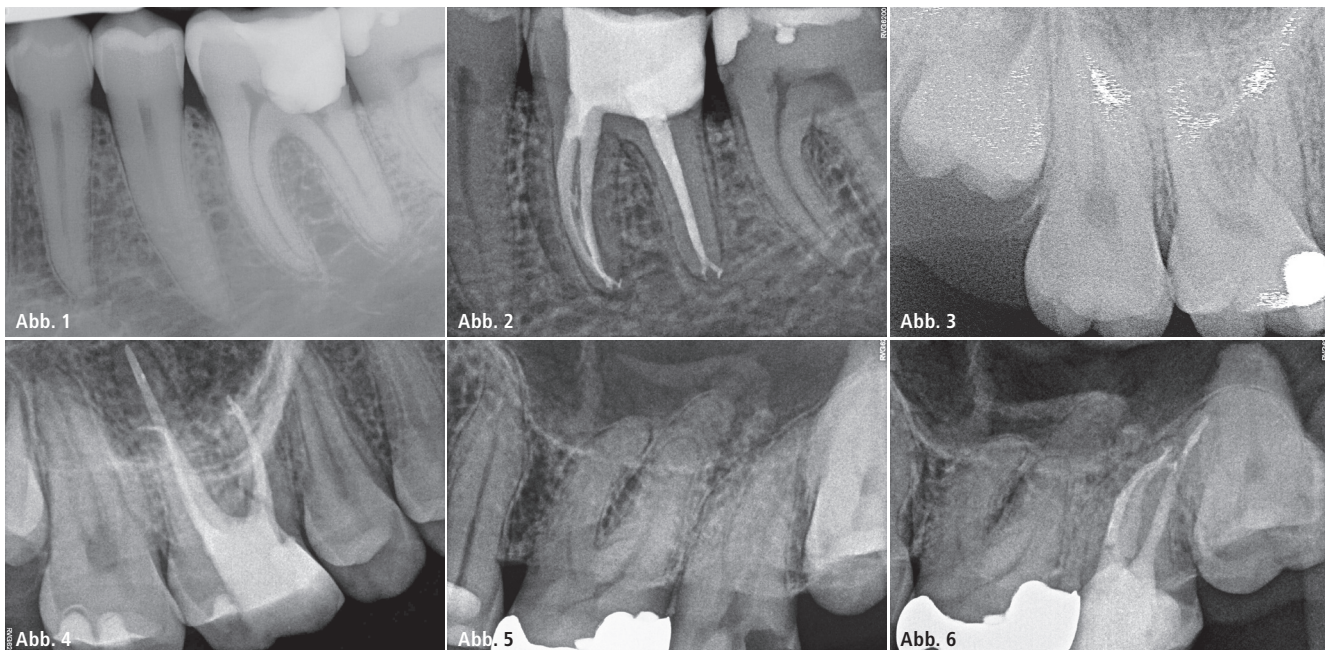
Alio loco angefertigte präoperative Röntgenaufnahme Zahn 36. – Abb. 2: Die Röntgenkontrollaufnahme verdeutlicht die Komplexität der vorhandenen Wurzelkanalsysteme. – Abb. 3: Alio loco angefertigte präoperative Röntgenaufnahme Zahn 16 mit irreversibler Pulpitis. – Abb. 4: Postoperative Röntgenaufnahme Zahn 16 mit komplexer Anatomie mesiobukkal und ausgeprägter Wurzelkrümmung in distaler Radix auf den apikalen drei Millimetern. – Abb. 5: Präoperative Röntgenaufnahme Zahn 27 mit stark eingeschränkter Zugänglichkeit. – Abb. 6: Postoperative Röntgenaufnahme Zahn 27.
